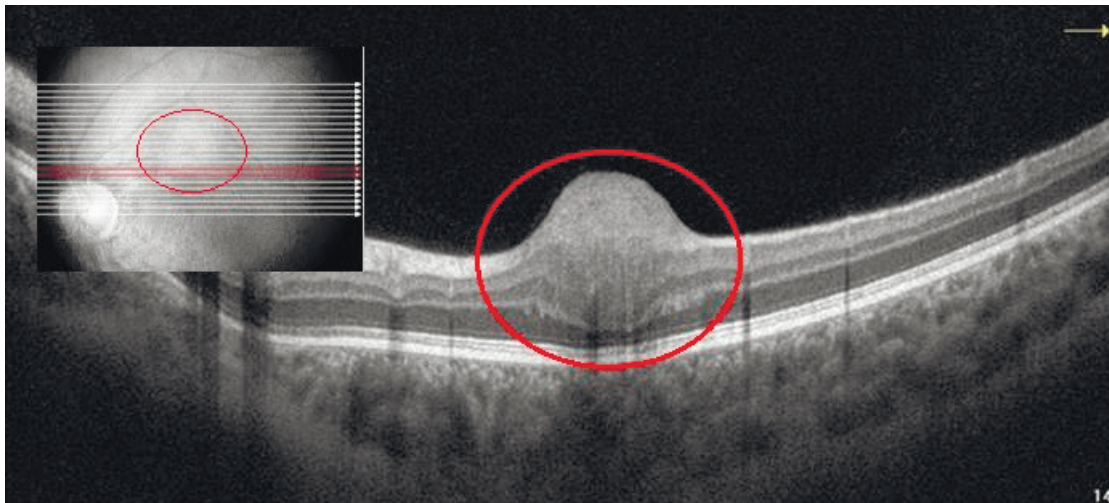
Оптична когерентна томографія гамартоми сітківки
